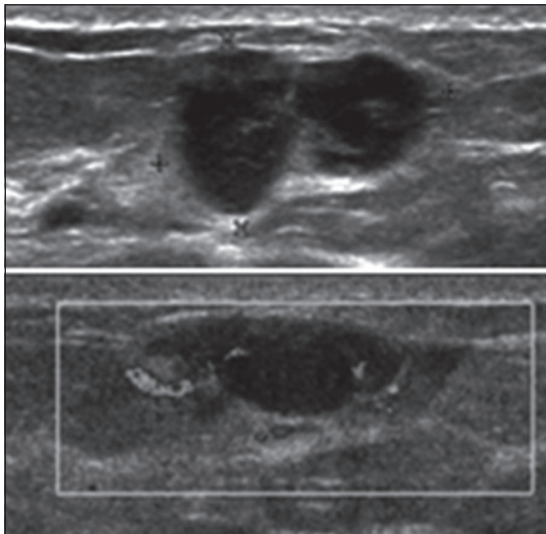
Ecografía mamaria. Se observa nódulo de 2,4 x 1,4 x 2,7 cm hipocogénico, heterogéneo, de contornos lobulados ubicado en el CSI de mama derecha, vascularizado al doppler color. BIRADS US 5.
